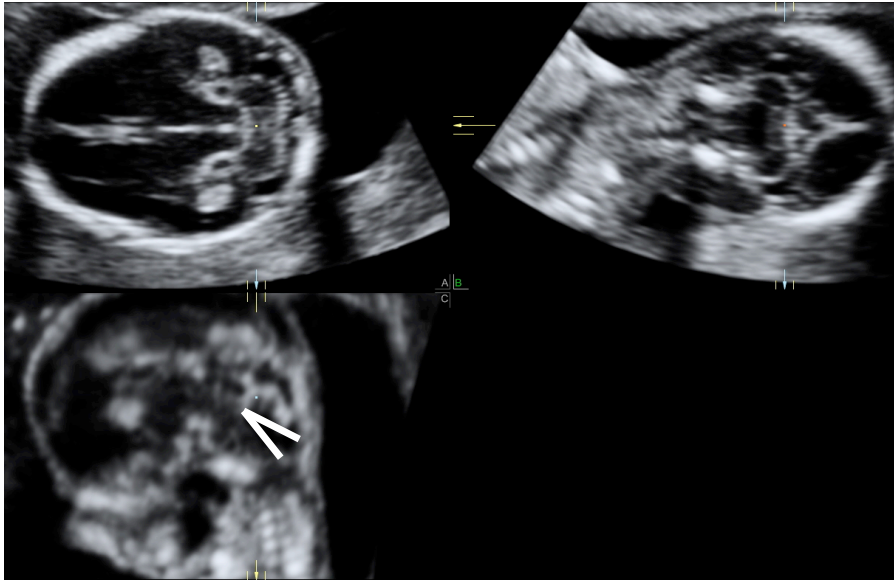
Tecnica tridimensionale multiplanare per la misura sul piano sagittale del BT angle (1) e del BV angle (2) in un feto normale a 20 settimane.*
